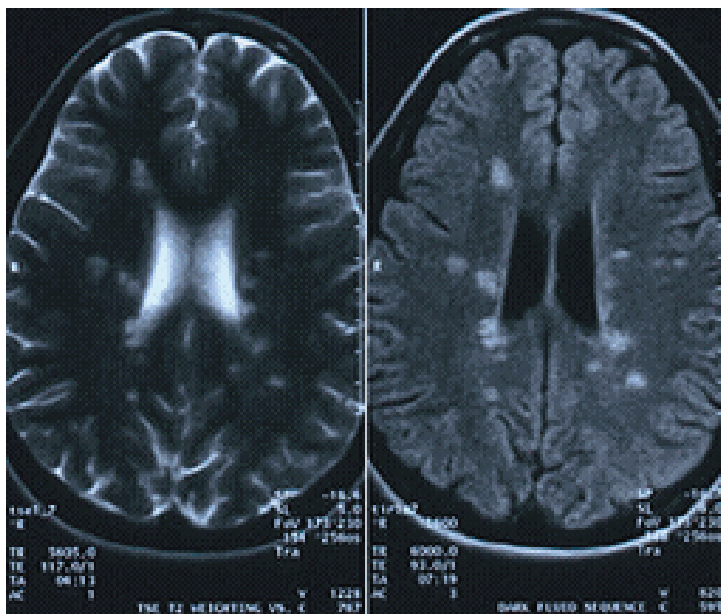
Стадии развития лейкоареоза. (Врач МРТ Гришкин И. И.)
